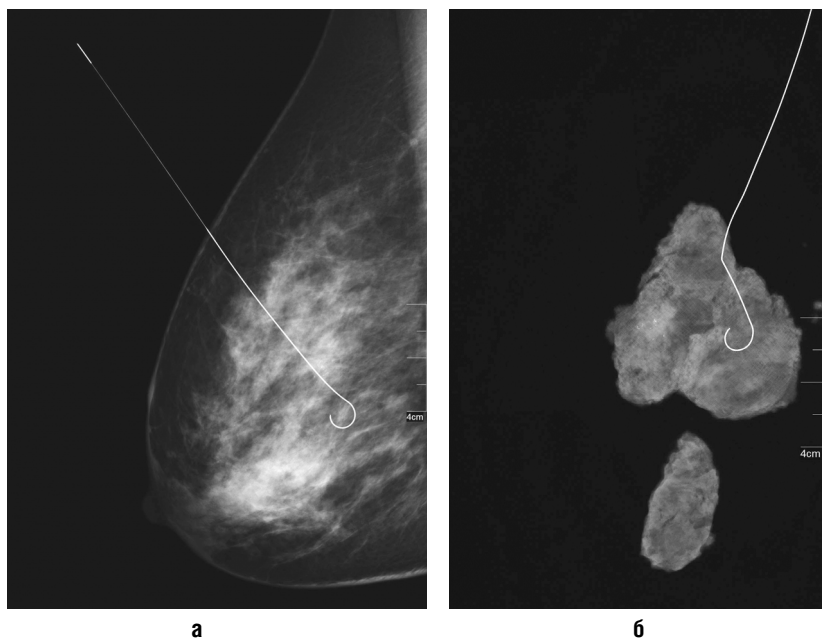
Маммограмма правой молочной железы в косой проекции. Стереотаксическая предоперационная разметка непальпируемого образования (а). Рентгеноконтроль удаленного сектора молочной железы (б)
